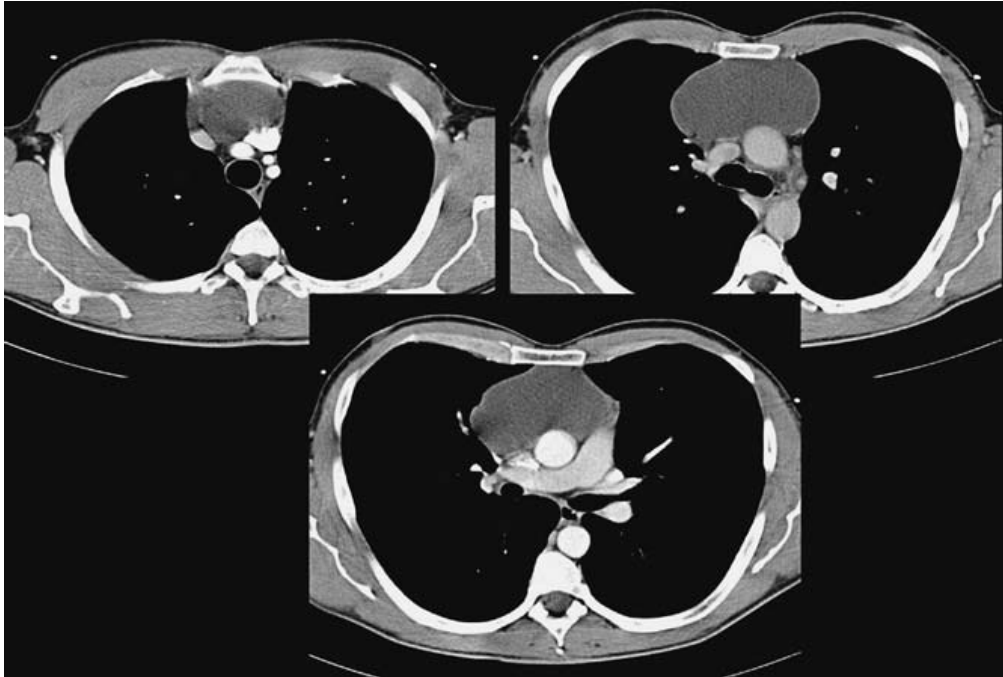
TDM thoracique montrant une masse médiastinale antérieure de sensité liquidienne évoquant un kyste thymique.
